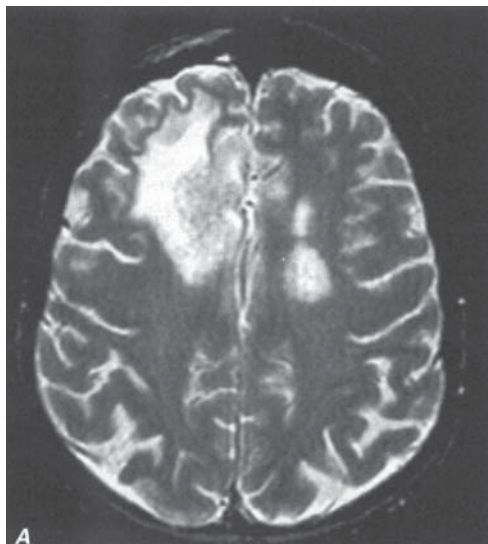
Necroză focală de iradiere la 3 luni după radioterapie (7 000 cGy) pentru carcinom de nasofaringe. A. RMN axial cu semnal T2 arată prezența unei mase tumorale în lobul frontal drept, cu edem
